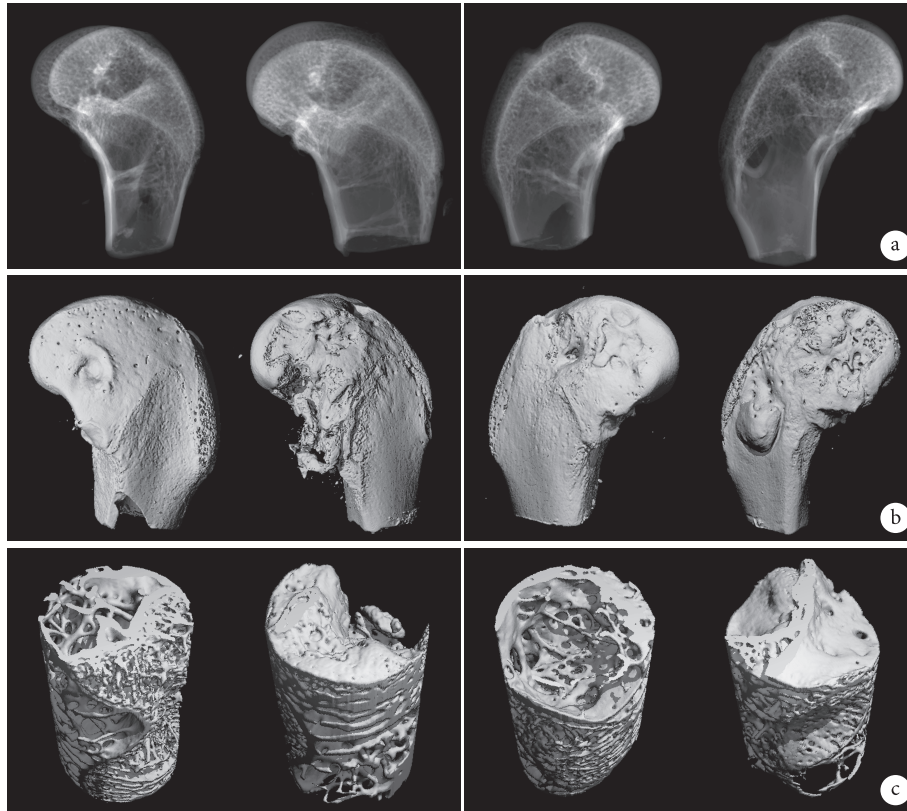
术后12周实验组(左)和对照组(右)Micro-CT扫描及三维重建观察(每组各展示2只动物股骨髁植入部位情况) a. Micro-CT扫描; b. 股骨髁Micro-CT三维重建; c. 缺损部位Micro-CT三维重建
